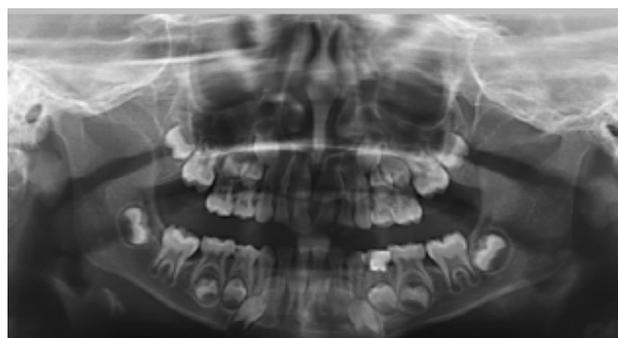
Клинический пример 3. Пациентка 7 лет. Диагноз: мезиальная окклюзия, обратная резцовая дизокклюзия. Прямой профиль, ретрузия верхней губы
